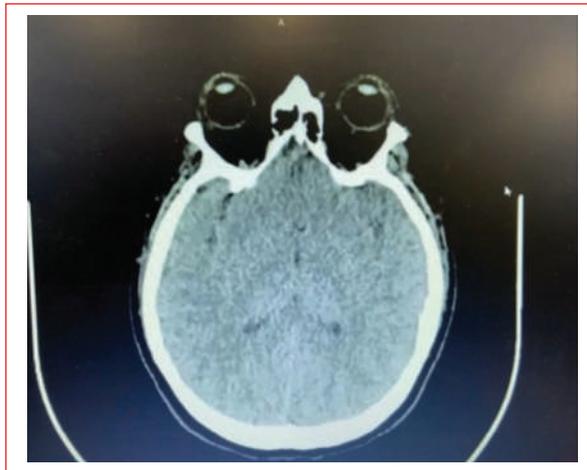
Tomografía computarizada simple de cráneo, sin evidencia de alteraciones (ganglios de la base).
